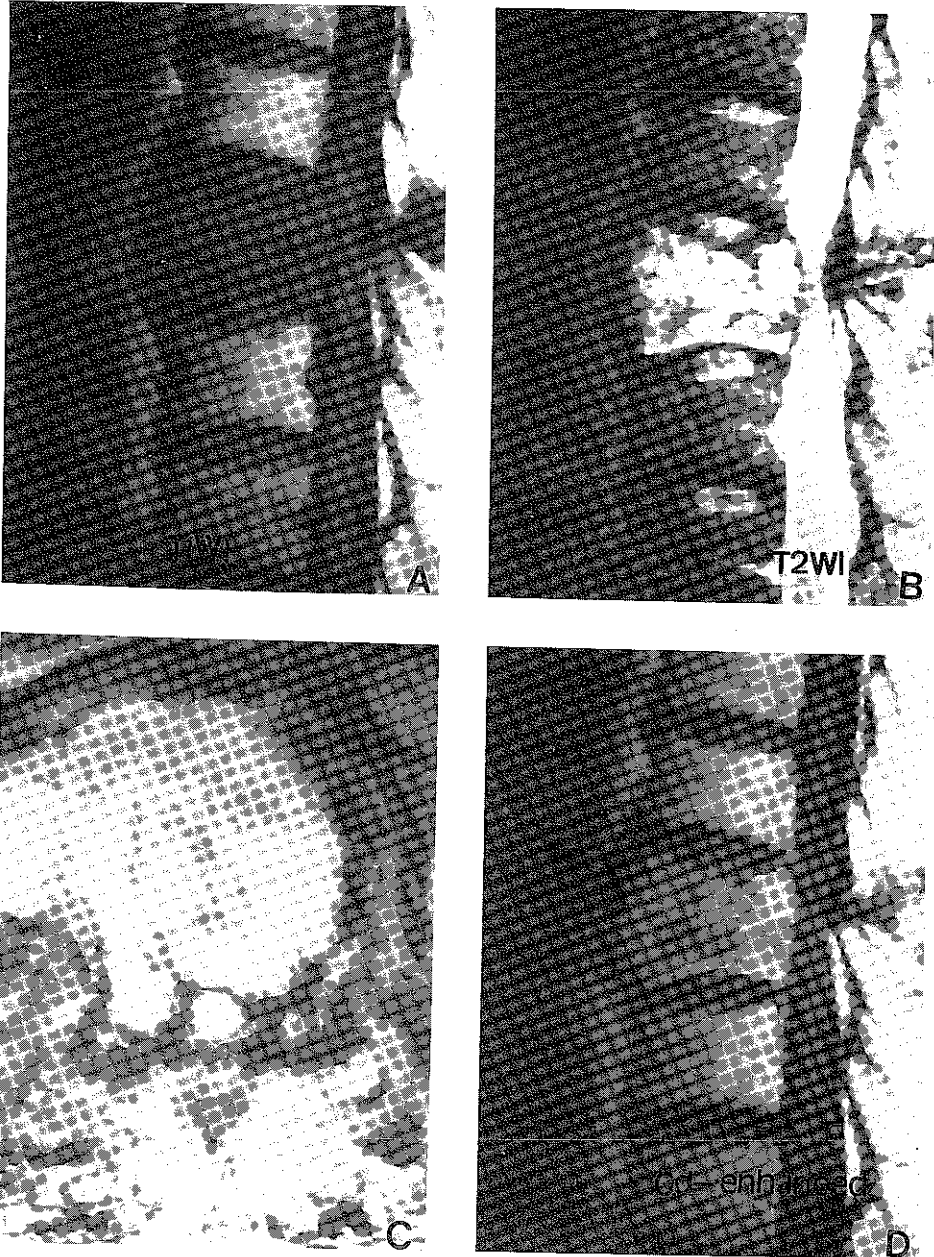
Thoracolumbar MRI on 1991 showed localizing mass signal on T10 vertebra, slightly extended to pedicle and ossification of ligament flavum on T 11/12(arrow).
